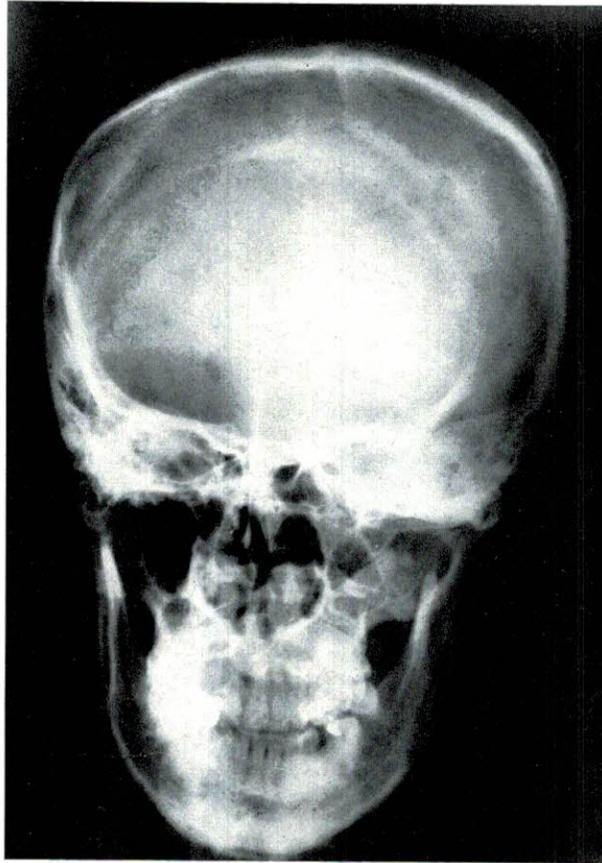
Radiografia del cranio di un giovane talassemico: osteoporosi diffusa.
